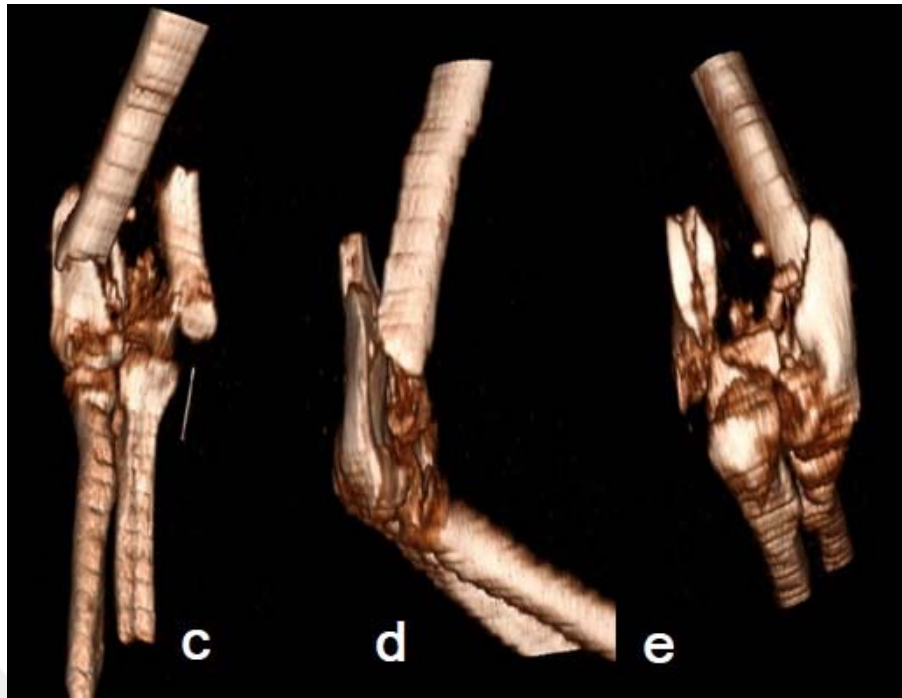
Olgu 4'ün görüntüleri. (a) preop dirsek AP grafisi, (b) preop dirsek lateral grafî, (c,d,e) preop 3D BT görüntüleri, (f) postop AP grafî, (g) postop lateral grafî, (h) takibin 12. ayında AP grafî, (i) takibin 12. ayında lateral grafî, (j) takibin 67. ayında AP grafî, (k) takibin 67. ayında lateral grafî, (l/m) fonksiyonel sonuç.
